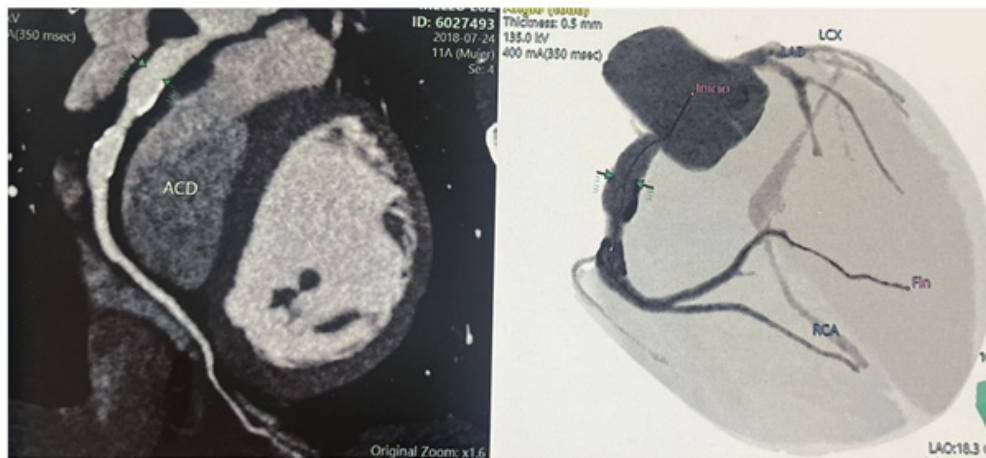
Angiotomografía coronaria.
